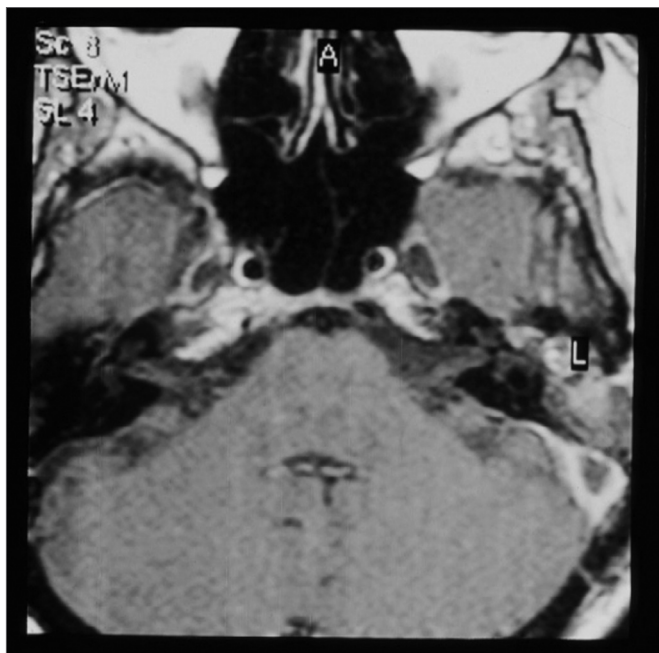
Ressonância Magnética de ossos temporais com contraste demonstrando realce do contraste em torno do seio sigmóide e sem realce no seu interior sugerindo presença de trombo.
